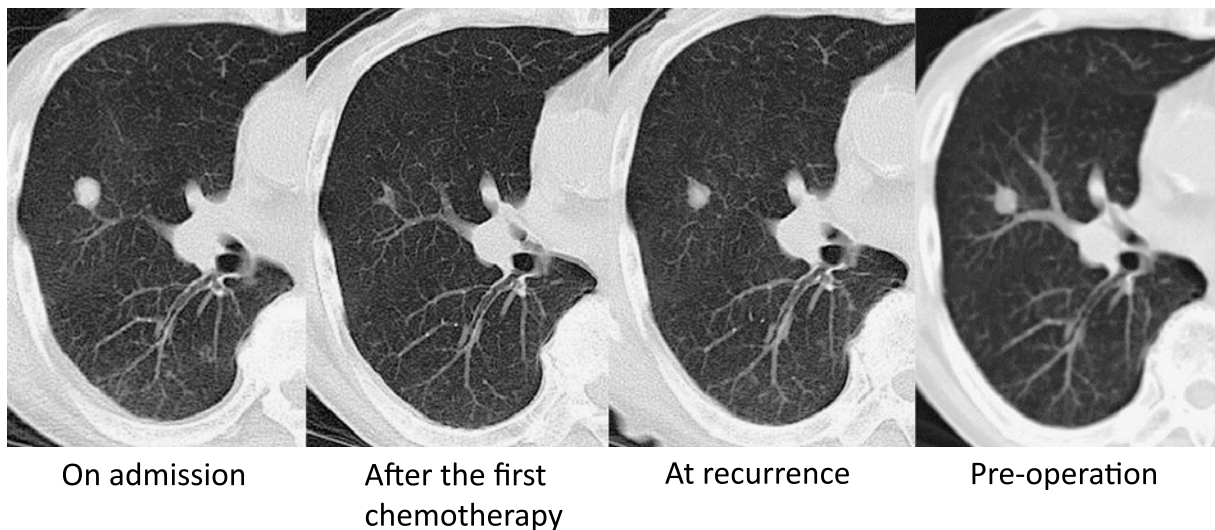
Chest CT on admission showed a nodular shadow measuring 13×11 mm in size in the right middle lobe, which disappeared after the first chemotherapy, and recurred 8 months later. The second chemotherapy only achieved a partial reduction in size.
